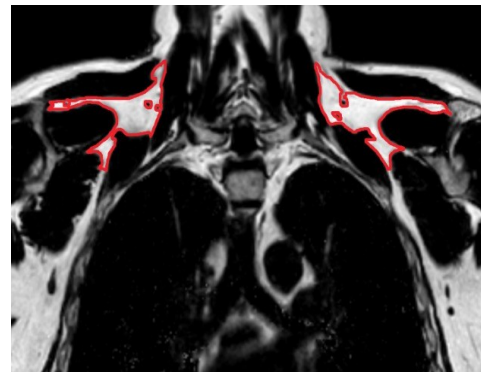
Koronare MRT-Ansicht mit bilateral markiertem, supraclavikulärem Fettgewebsdepot.
